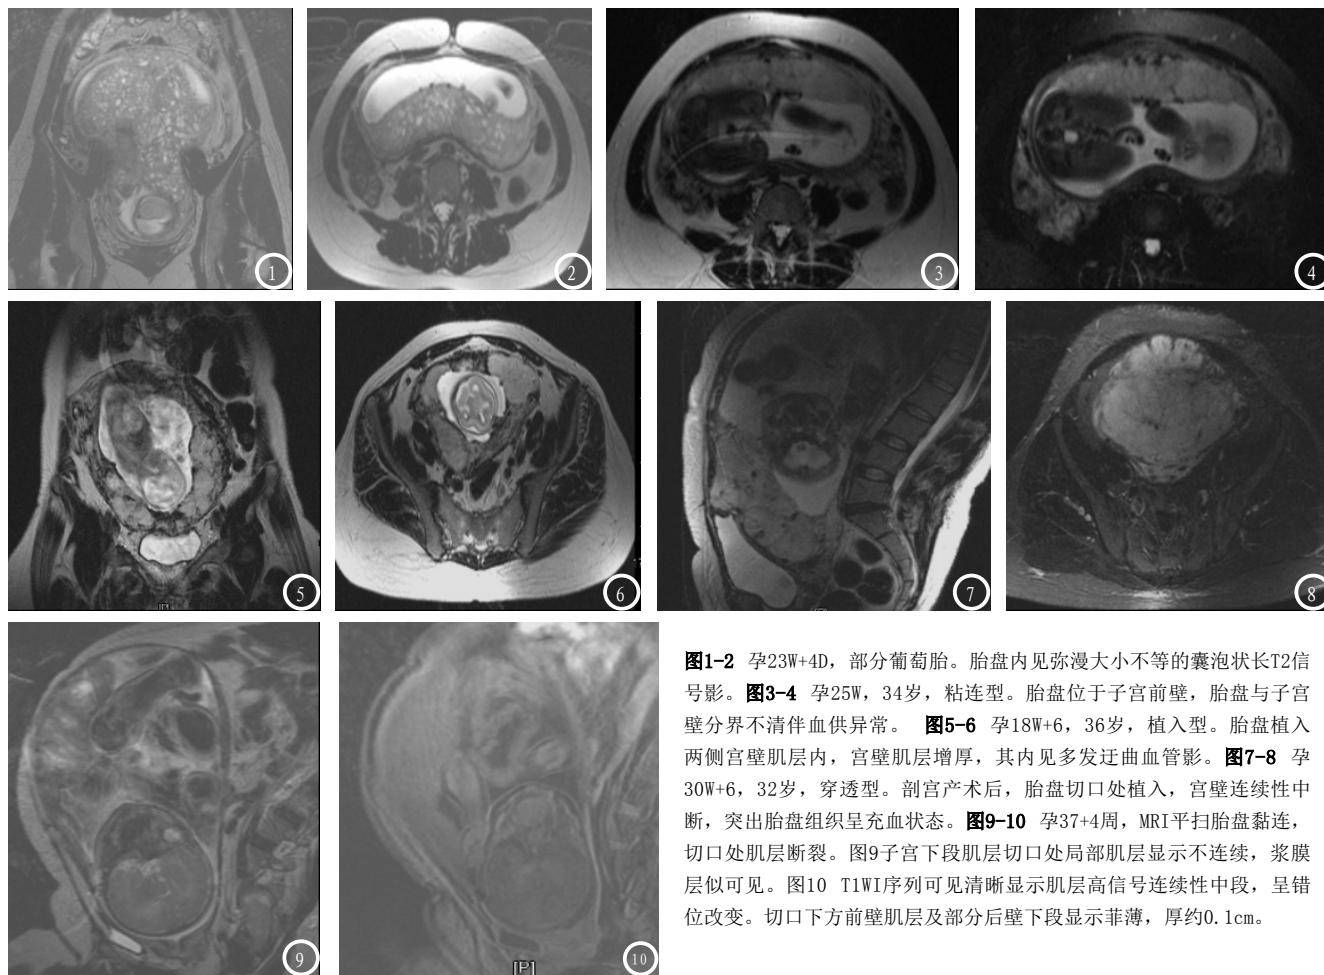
孕23W+4D, 部分葡萄胎。胎盘内见弥漫大小不等的囊泡状T2信号影。图3-4 孕25W, 34岁, 粘连型。胎盘位于子宫前壁, 胎盘与子宫壁分界不清伴血供异常。图5-6 孕18W+6, 36岁, 植入型。胎盘植入两侧宫壁肌层内, 宫壁肌层增厚, 其内见多发迂曲血管影。图7-8 孕30W+6, 32岁, 穿透型。剖宫产术后, 胎盘切口处植入, 宫壁连续性中断, 突出胎盘组织呈充血状态。图9-10 孕37+4周, MRI平扫胎盘粘连, 切口处肌层断裂。图9子宫下段肌层切口处局部肌层显示不连续, 浆膜层似可见。图10 T1WI序列可见清晰显示肌层高信号连续性中段, 呈错位改变。切口下方前壁肌层及部分后壁下段显示菲薄, 厚约0.1cm。
